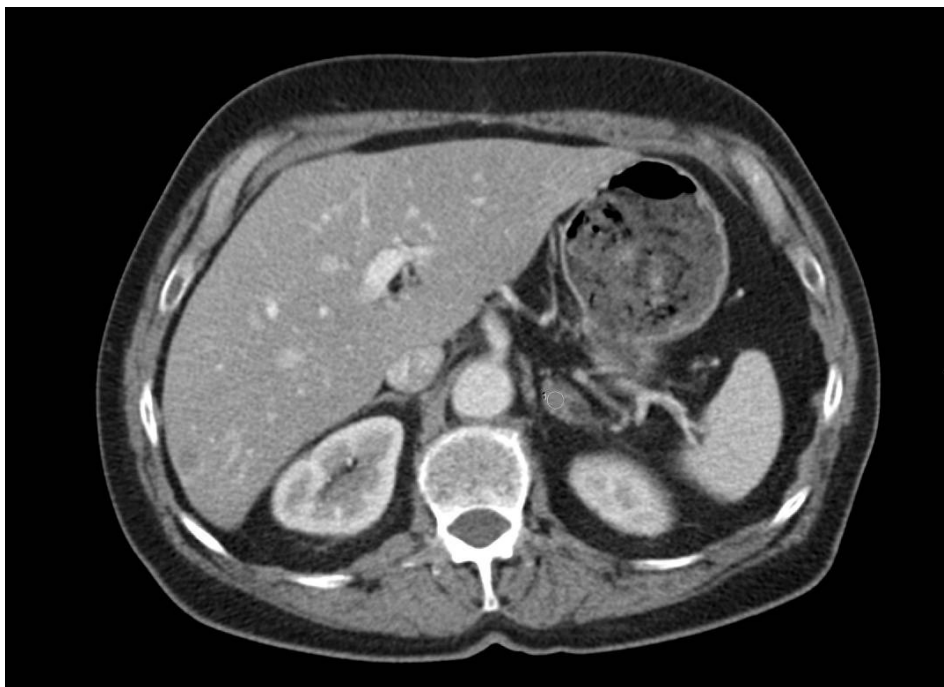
Fall 5 - Nebennieren-Raumforderung links in der CT (HU von 45)
